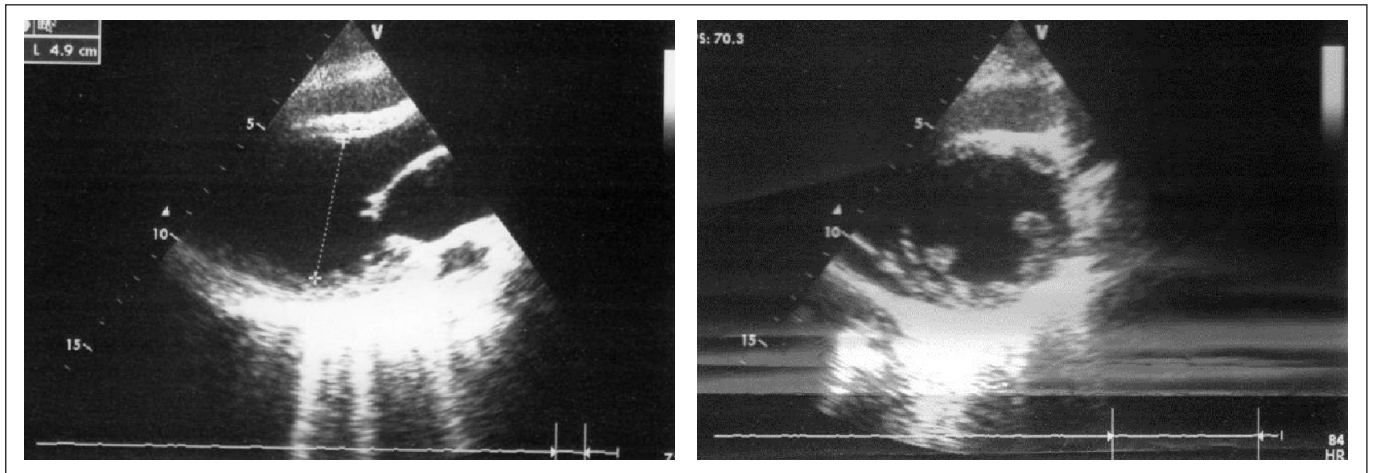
Ecocardiograma transtorácico: VE com má função sistólica global com hipocinésia de toda a parede anterior e septo intraventricular, válvula mitral espessada
